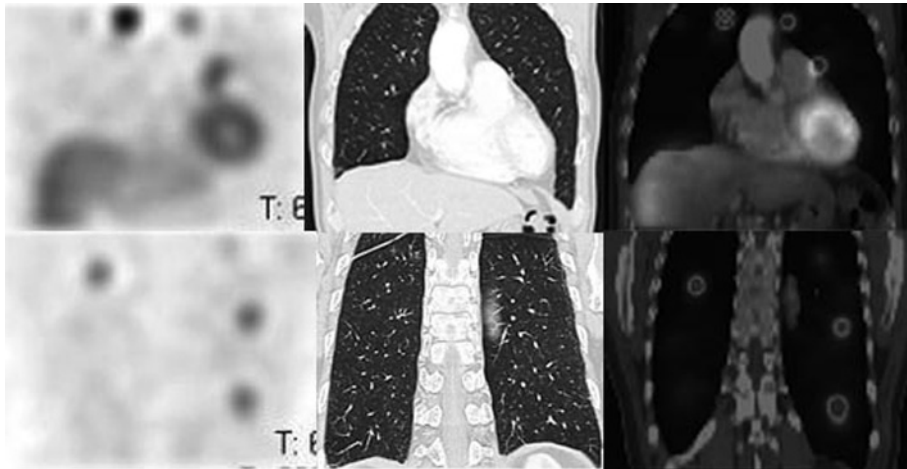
Colonial image of CT, ^{123}I -BMIPP SPECT and fusion image of CT and ^{123}I -BMIPP SPECT.
